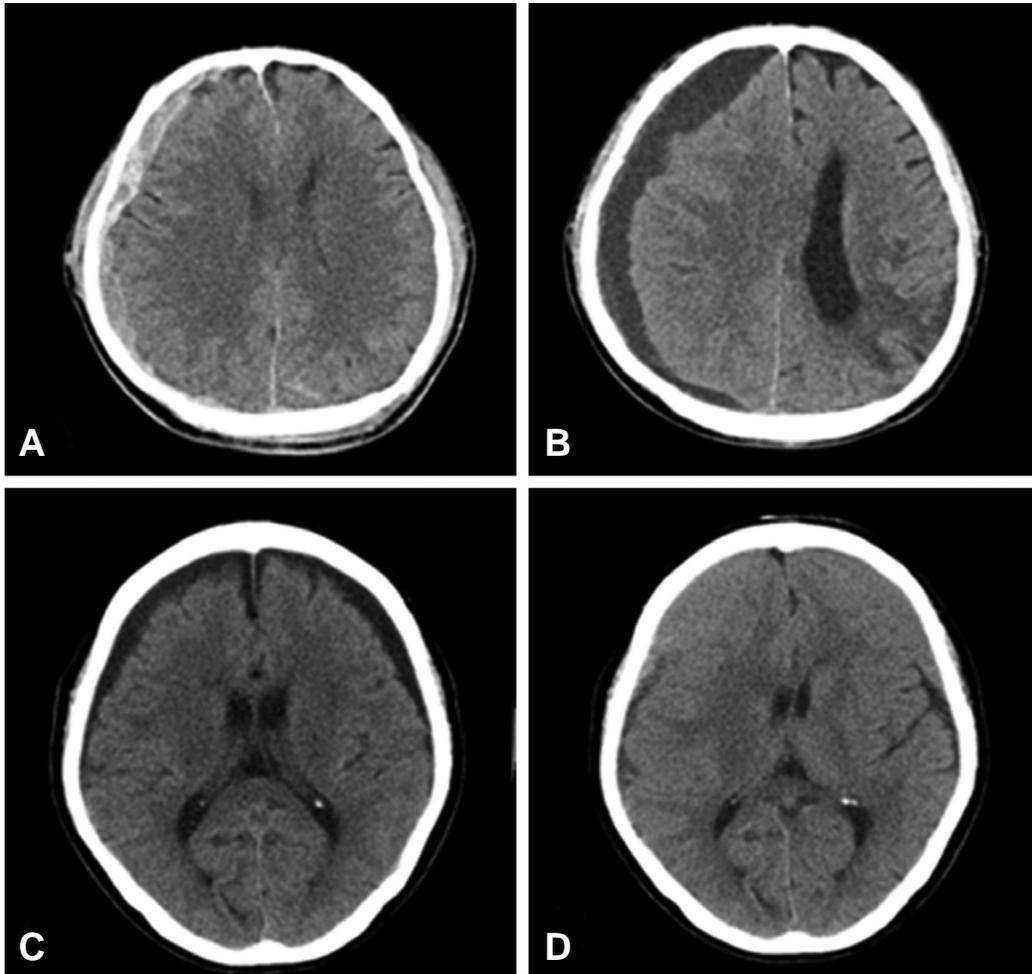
(A) Initial brain CT showing a acute subdural hematoma on the right side. (B) The following is observed 33 days after initial brain CT scan. Region of initial acute subdural hematoma exhibited hypo-density chronic subdural hematoma with mass effect. (C) Initial brain CT showing subdural hygroma on the both frontal side. (D) The following is observed 38 days after initial brain CT scan. Region of initial subdural hygroma exhibited hyper-density chronic subdural hematoma with mass effect.
